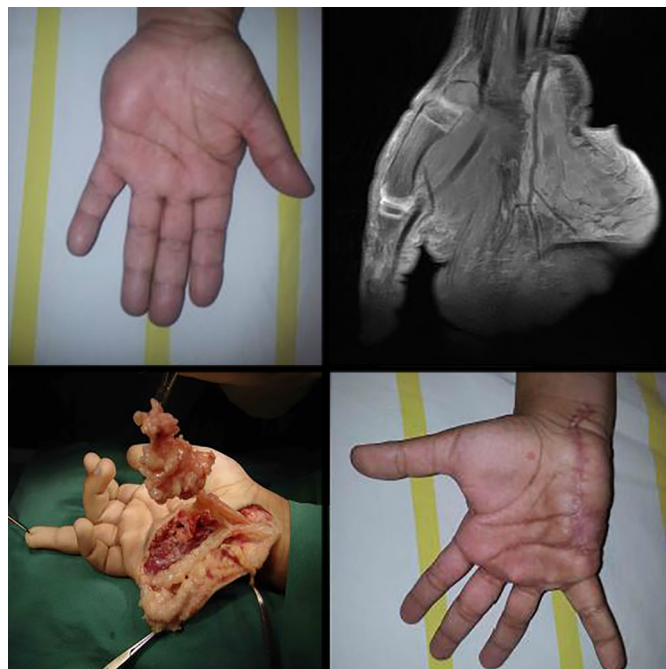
A. Pré-operatório evidenciando crescimento tumoral na borda ulnar da mão; B. Exame de Ressonância magnética da mão evidenciando lesão expansiva alongada no trajeto do nervo ulnar, sem individualização deste, estendendo-se do antebraço até o subcutâneo da face anterolateral do dedo mínimo, envolvendo completamente a artéria ulnar, com diagnóstico de neurofibroma; C. Transoperatório com incisão na borda ulnar da mão, exérese parcial de neurofibroma, preservando-se o nervo ulnar; D. Paciente no primeiro mês de pós-operatório.
